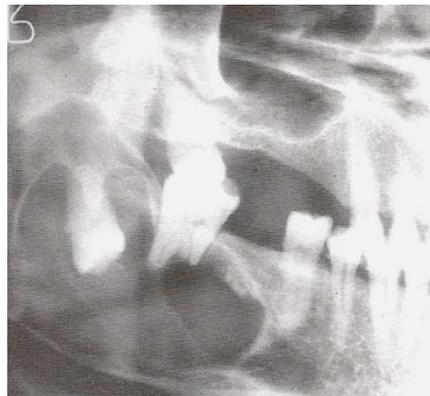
Radiographie d'un kyste dentigère associé à la troisième molaire, la dent a été refoulée et le kyste a résorbé une partie des racines de la deuxième molaire. (15)
